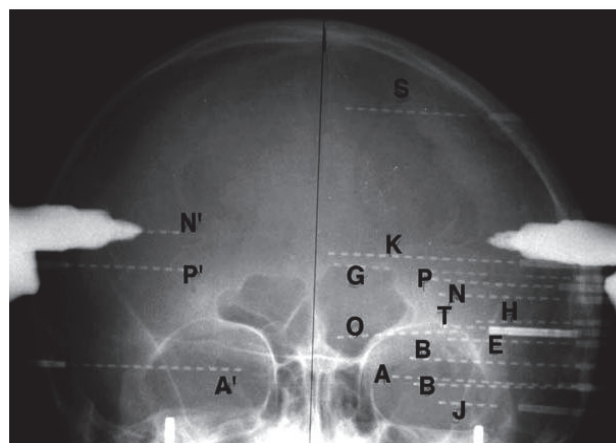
Exemple d'une radiographie coronale post implantation de contrôle. Les électrodes profondes sont implantées de façon orthogonale, en suivant la méthode stéréo électroencéphalographique (SEEG) de Talairach. Dans ce cas, seize électrodes sont implantées, chacune comptant de 5 à 15 contacts.
